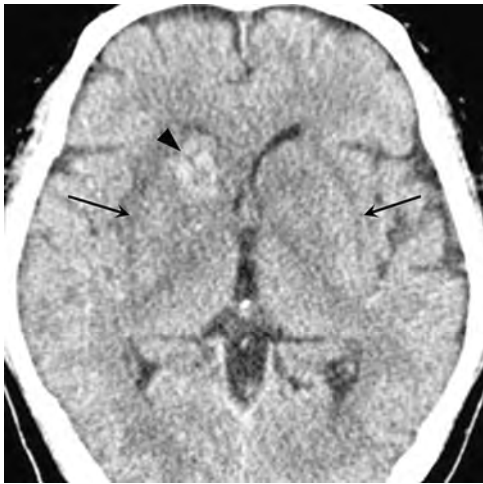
CT 両側基底核領域に浮腫性変化を認め(→), 右内包前脚部に出血性変化と考えられる高濃度領域が認められる(▶).
